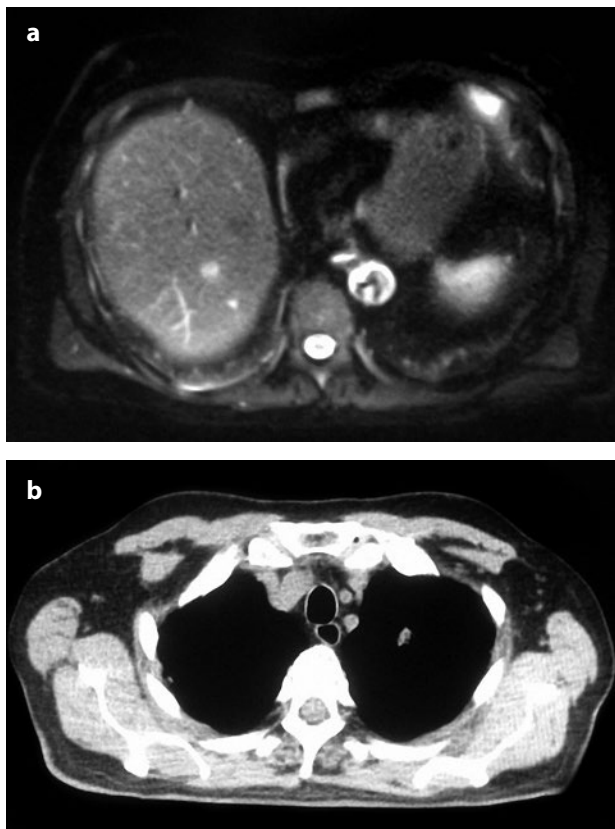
a-b. Immagini di giugno 2014 alla prima rivalutazione che mostrano la risposta parziale a livello epatico (RMN) e la risposta a livello polmonare (TC).
